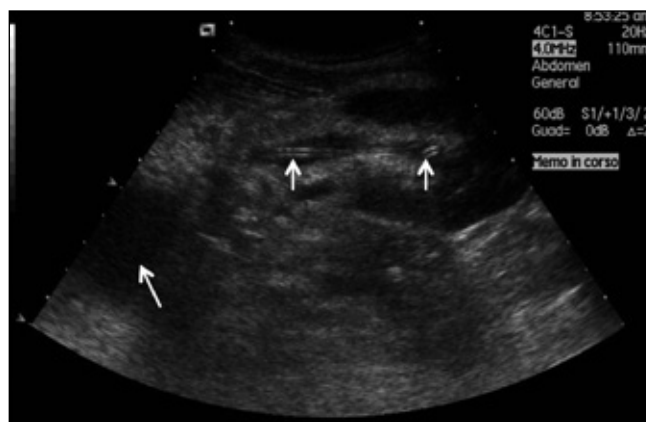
Ecografia b-mode in soggetto trapiantato di rene con stent vescico-ureterale.
